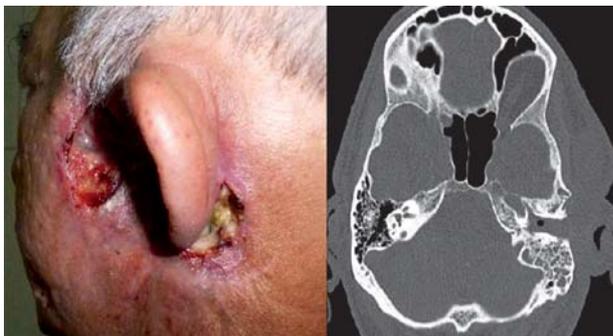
Panel izquierdo: fotografía de la lesión inicial. Panel derecho: Tomografía en la que se observa la afectación de partes blandas y óseas.
